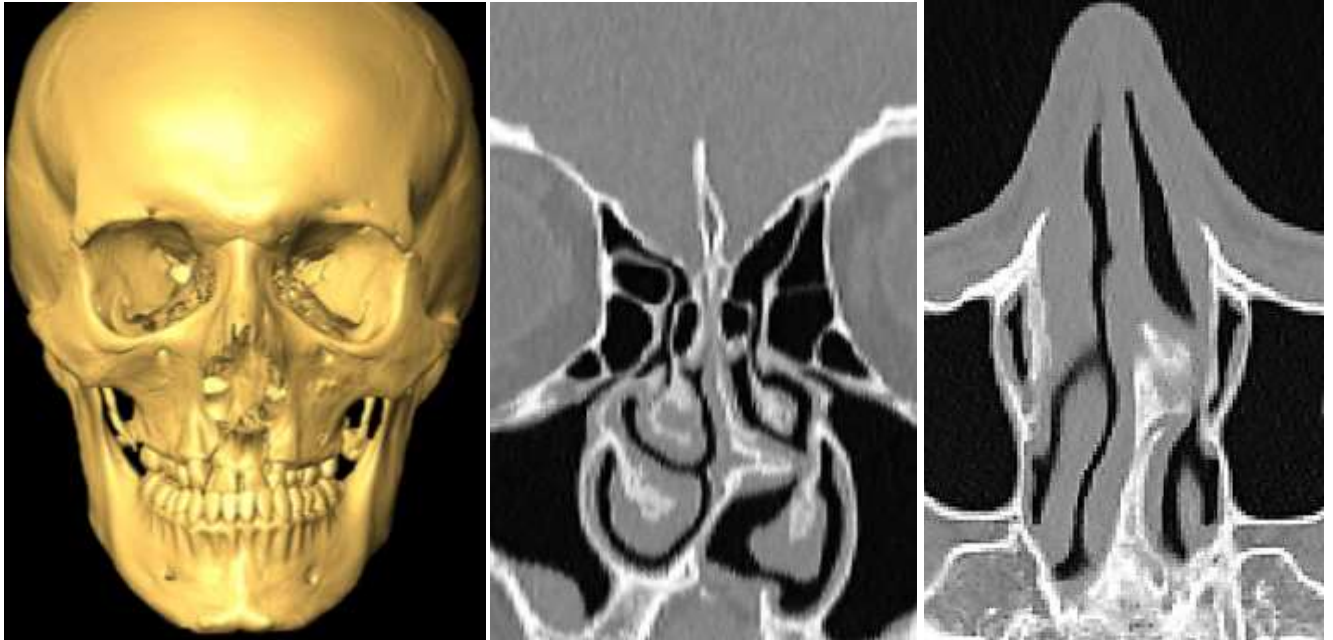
МСКТ пациента Д. до хирургического лечения.
